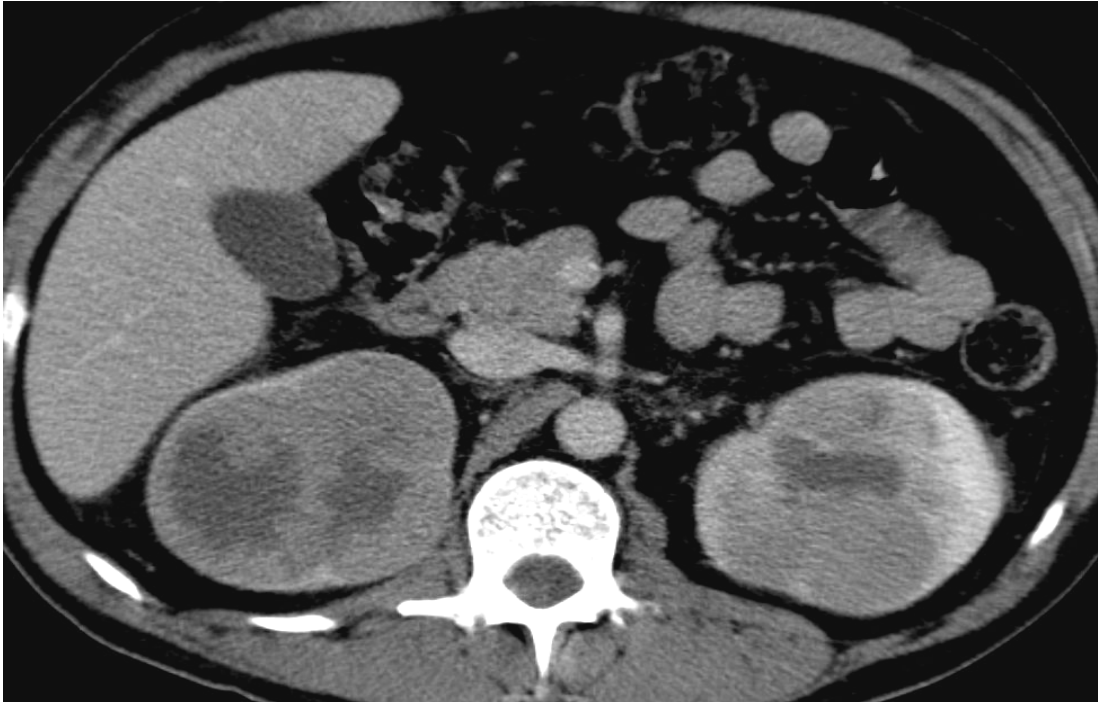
TDM abdominale montrant des remaniements nécrotico-hémorragique rénaux au cours d'un LH
